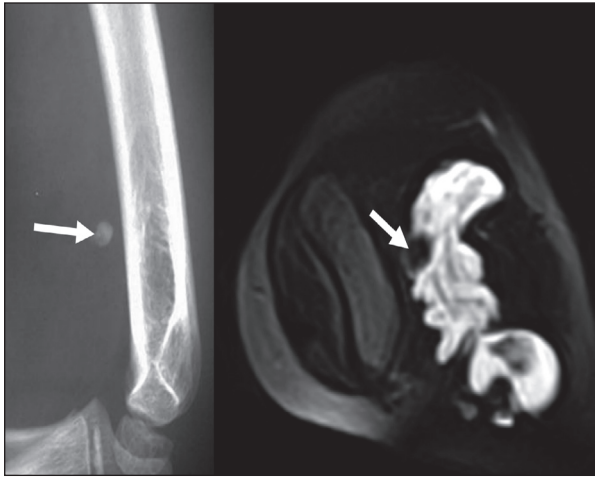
Lesión malformativa vascular del brazo. Radiología simple lateral del brazo mostrando calcificación característica de flebolito (flecha). La RM en corte axial en secuencia T2 en supresión grasa mostrando el flebolito (flecha) y la imagen de la lesión vascular con señal hiperintensa lobulada con múltiples septos.
